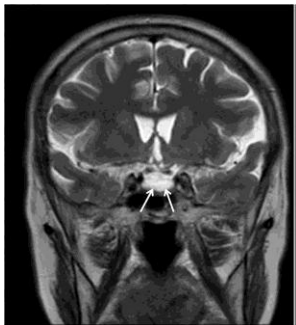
T-2 weighted MR image is showing high signal intensity for empty cella (arrows).
